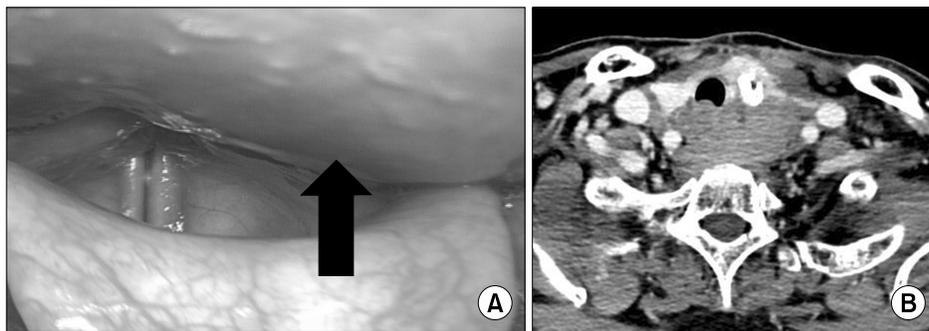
The endoscopic finding and neck CT finding of 71 years old woman (Case 1) with hematoma developing after core needle biopsy of thyroid gland. (A) The endoscopic finding of larynx. In this image, posterior wall bulging was observed (arrow). (B) Pre-operative CT scan of the patient. Huge hematoma was noted at the retropharyngeal space. It was expanded to mediastinum.
